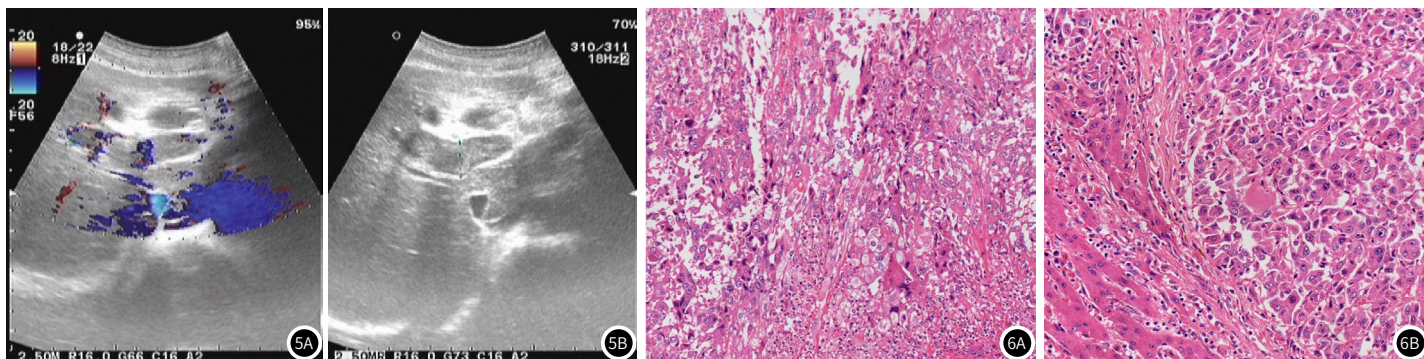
超声提示肝大并肝左叶稍强回声团，其内可见多发低回声光团，考虑肝脓肿，门脉栓子形成。
